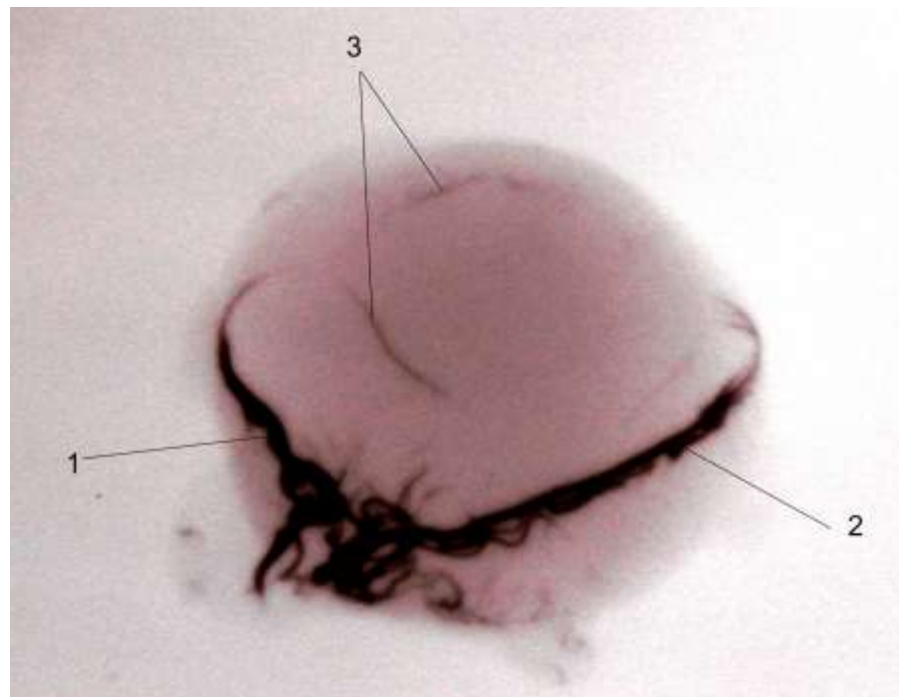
Меридіональні зовнішня (1) і присередня (2) війкові артерії, кільцеві артерії райдужки (3) очного яблука кроля. Рентгенангіограма з ін'єкцією судин свинцевим суриком.
